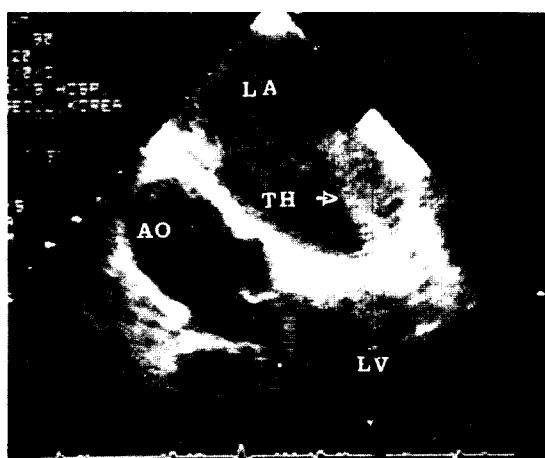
Transesophageal two-dimensional echocardiogram shows thrombus in the left atrial chamber. AO : Aorta TH : Thrombus
